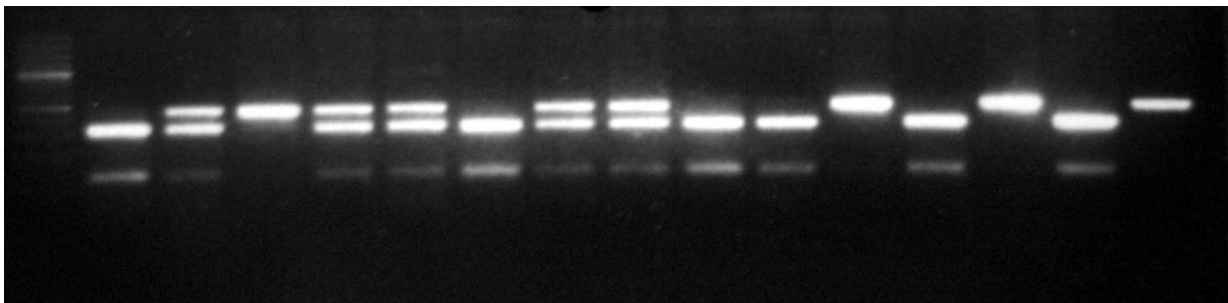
Agarose-Gelelektrophorese des rs182455 (466 bp TT = 1, 466 bp +122 bp + 344 bp TC = 2 und 122 bp + 344 bp CC = 3)
